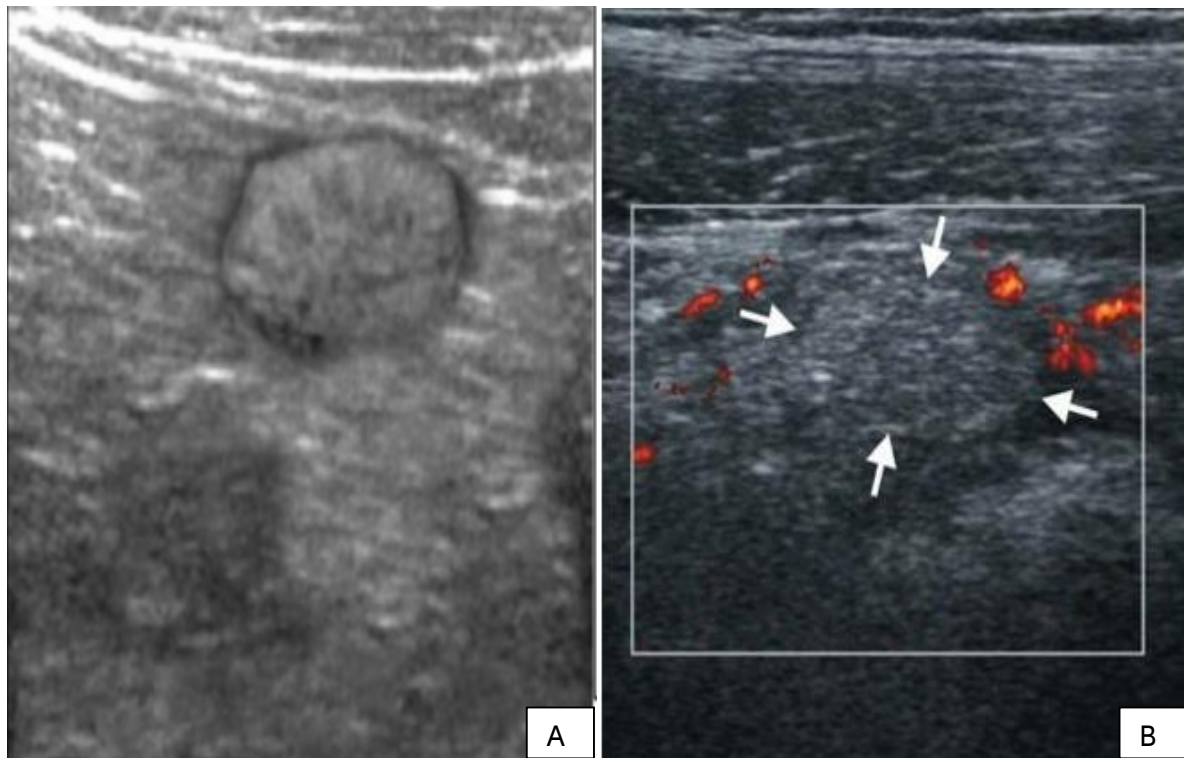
Aspect échographique d'appendagite
